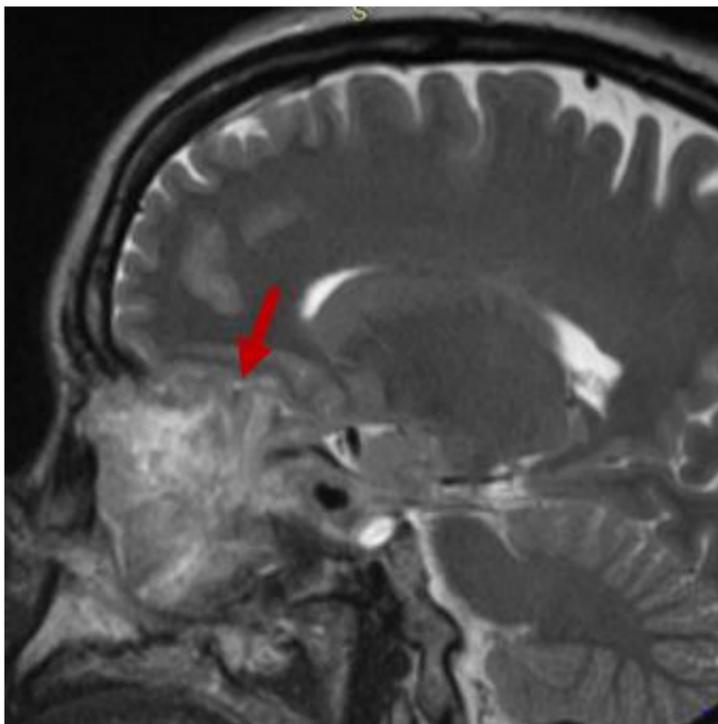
RM sagital T2. Invasión córtex cerebral. Leiomioma
